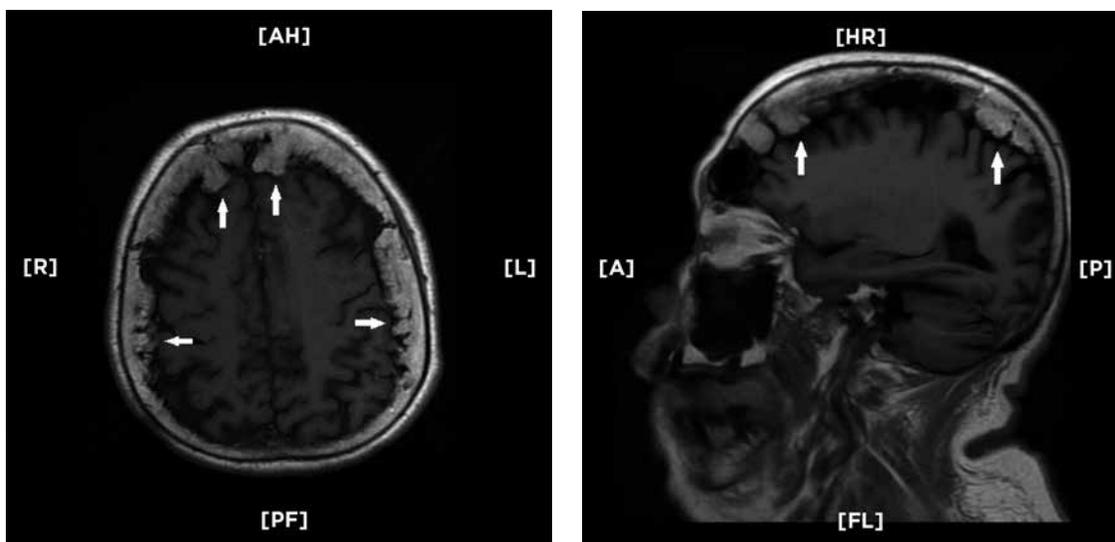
Imágenes de resonancia magnética de cráneo en modo T-1, corte axial (izquierda) y parasagital (derecha). Se observa sobrecrecimiento óseo nodular irregular que involucra a hueso frontal y ambos parietales (flechas) así como atrofia cortical
